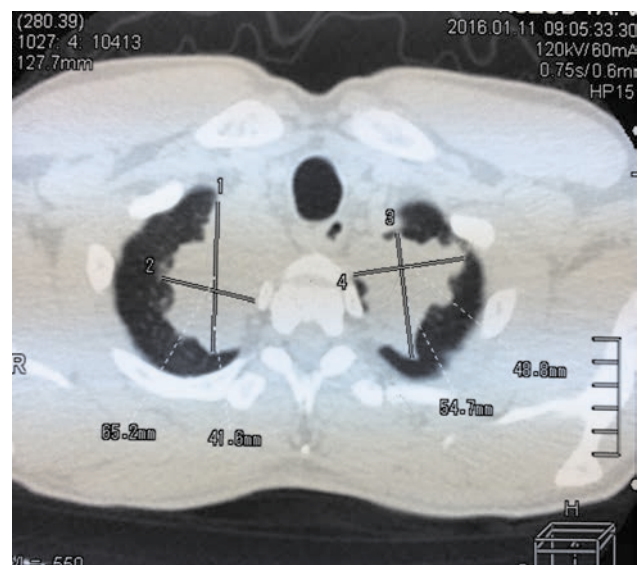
Хворий К., 41 рік: СКТ ОГК у горизонтальній площині. Ураження легень при ГПА
